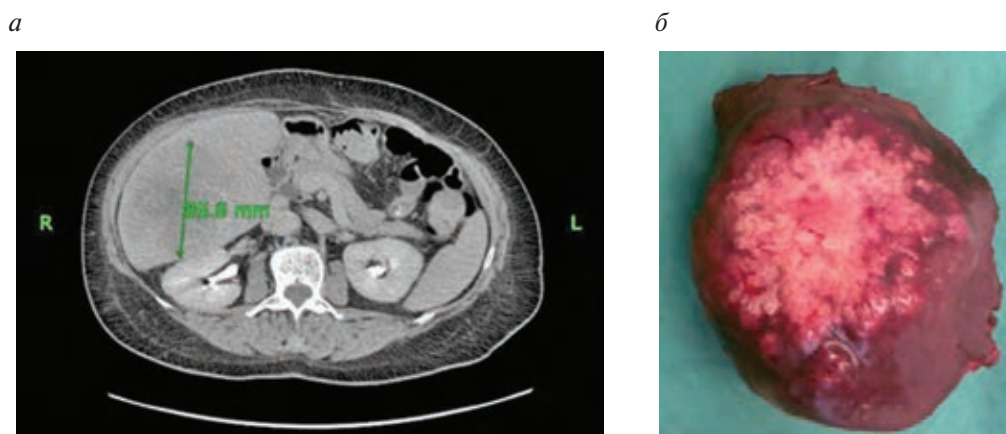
Компьютерная томограмма, выполненная через год после первичной операции: метастаз в правую долю печени (а). Хирургический препарат: резецированная правая доля печени с метастатической опухолью (б)
